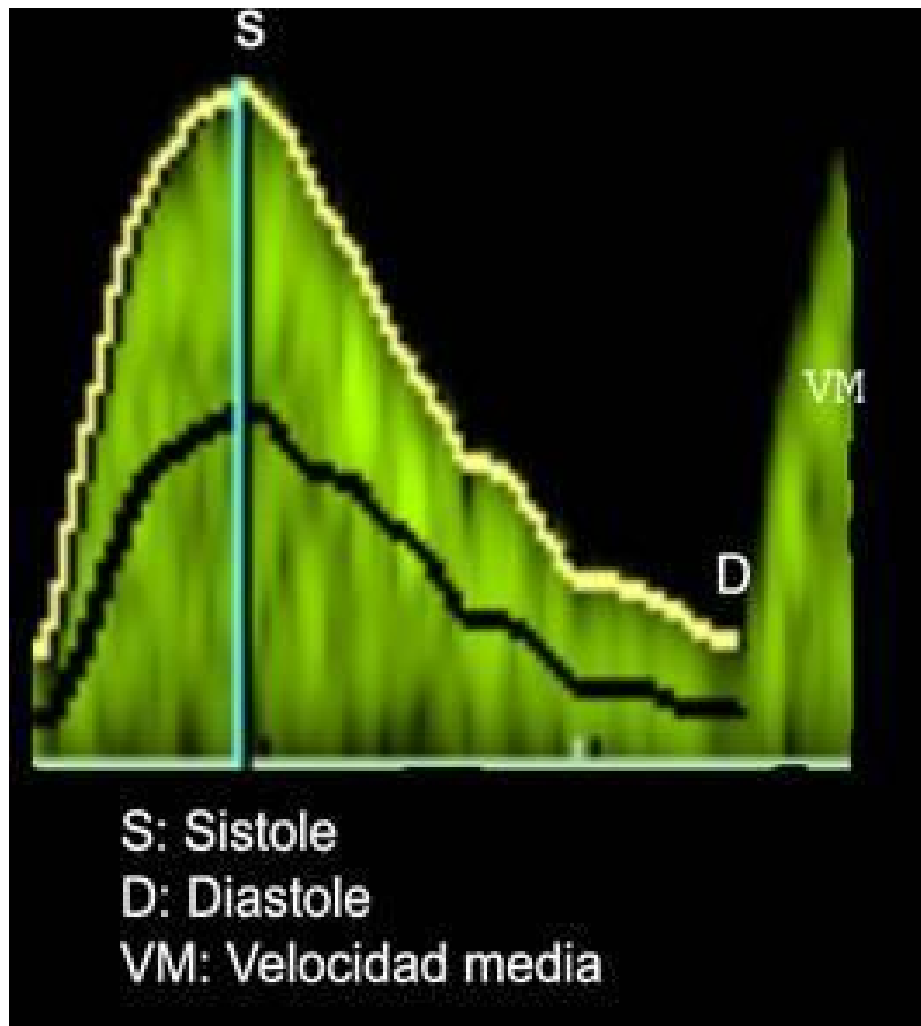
ÍNDICES DE RESISTENCIA DOPPLER
